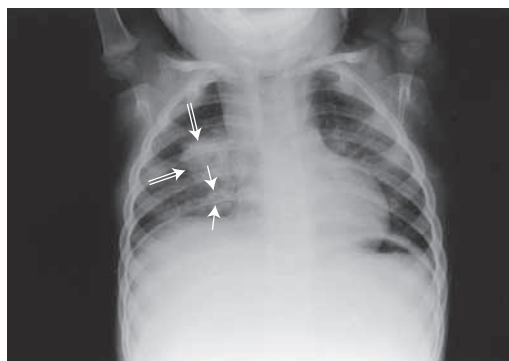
Zentrale Bronchopneumonie (Röntgen-Thorax-Aufnahme). Auf der rechten Seite ist eine deutliche Konsolidierung am oberen Hiluspol (Doppelpfeile), sowie eine kleine Konsolidierung am unteren Hiluspol (normale Pfeile) sichtbar. Durch Minderinspiration und Zwerchfellhochstand ist das Herz nach oben verschoben (quergelagert). (Aus Kerbl, R., Kurz, R., Roos, R., Wessel, L., Checkliste Pädiatrie, Thieme, 2011).
